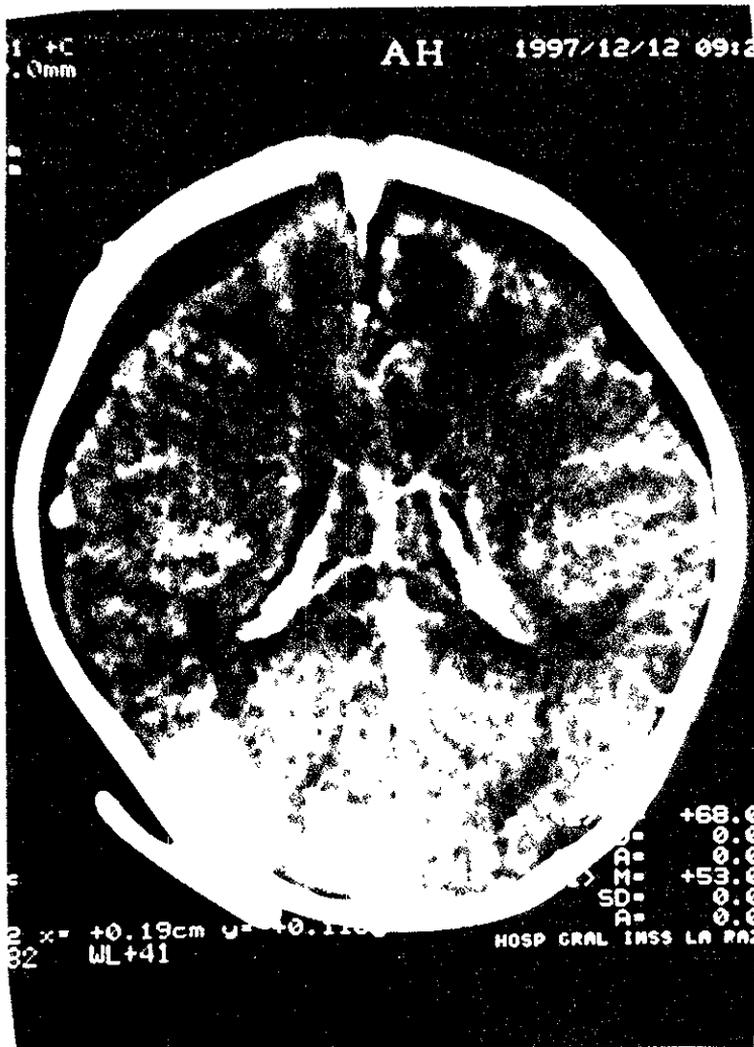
que muestra tomografía computada de craneo con aumento del espacio subdural con densidades similares al líquido.
